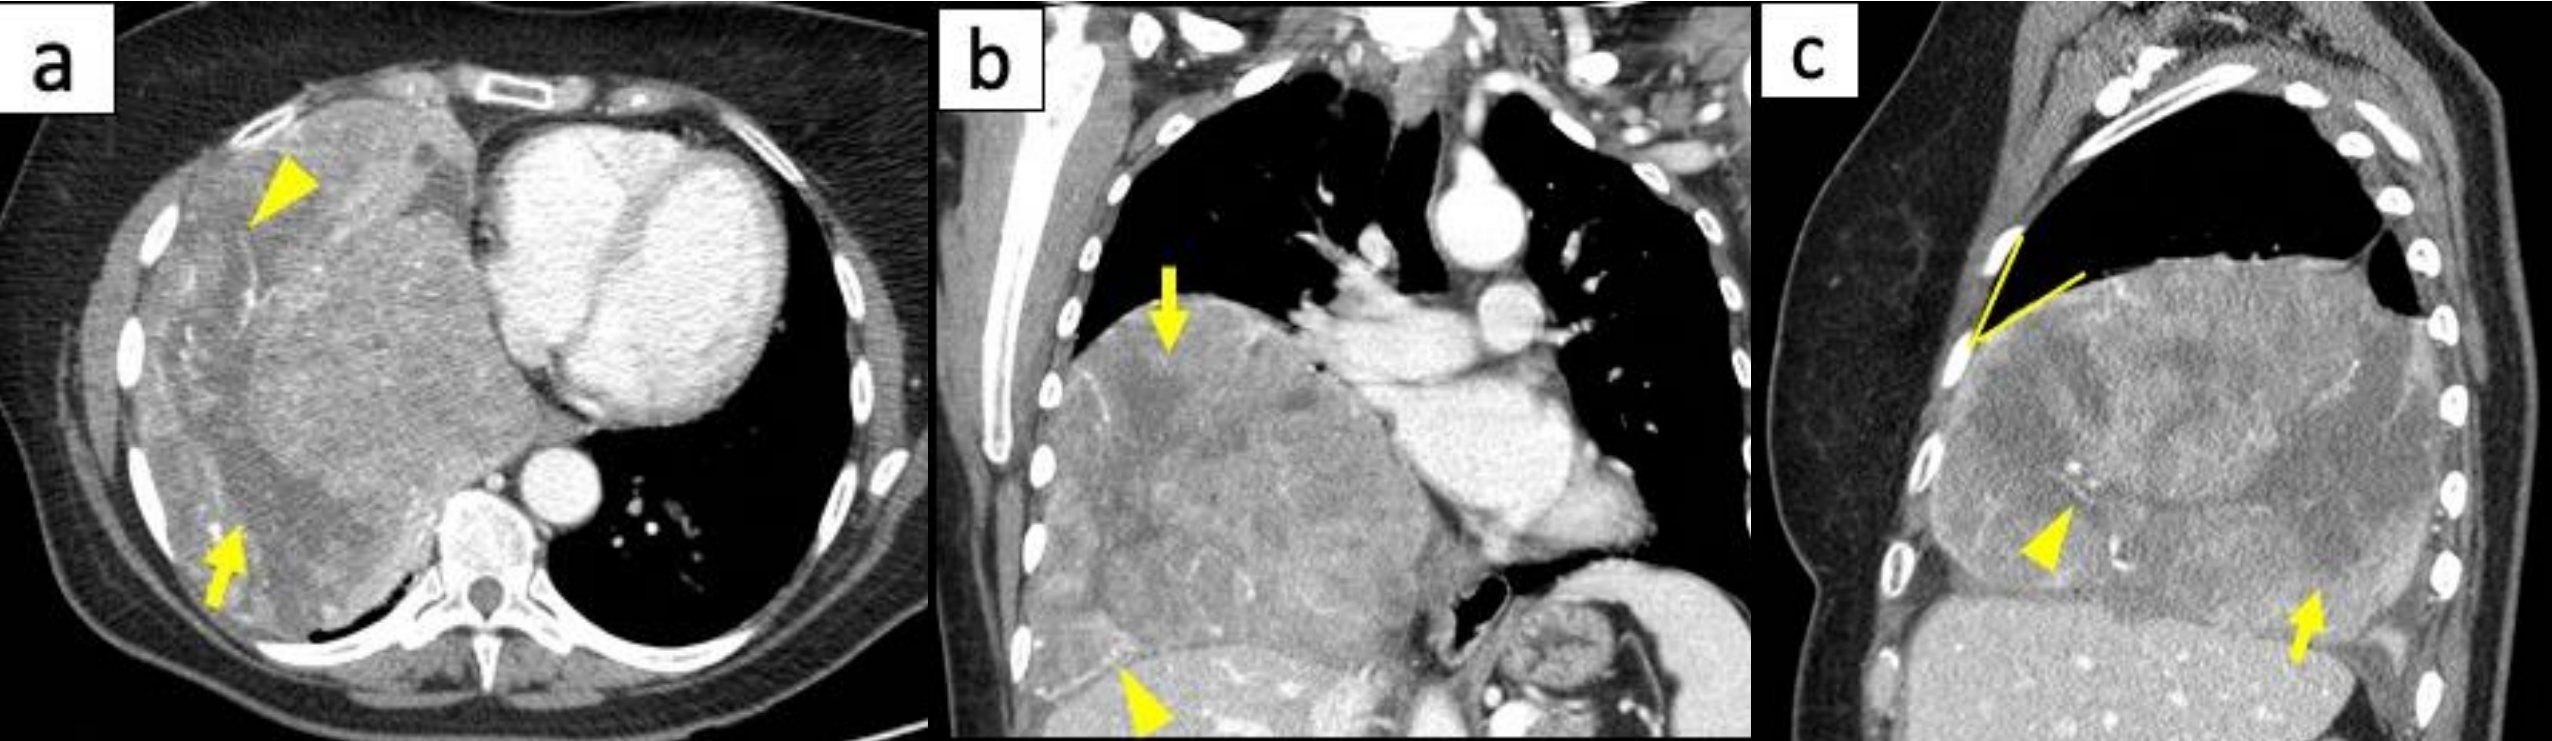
TC con CIV axial (a), coronal (b) y sagital (c) que muestra un tumor fibroso solitario grande en la pleura basal derecha, formando un ángulo agudo con la pared torácica (c), con áreas hipodensas debidas a componentes quístico-necróticos (flechas) y múltiples estructuras vasculares serpiginosas intralesionales (puntas de flecha).
